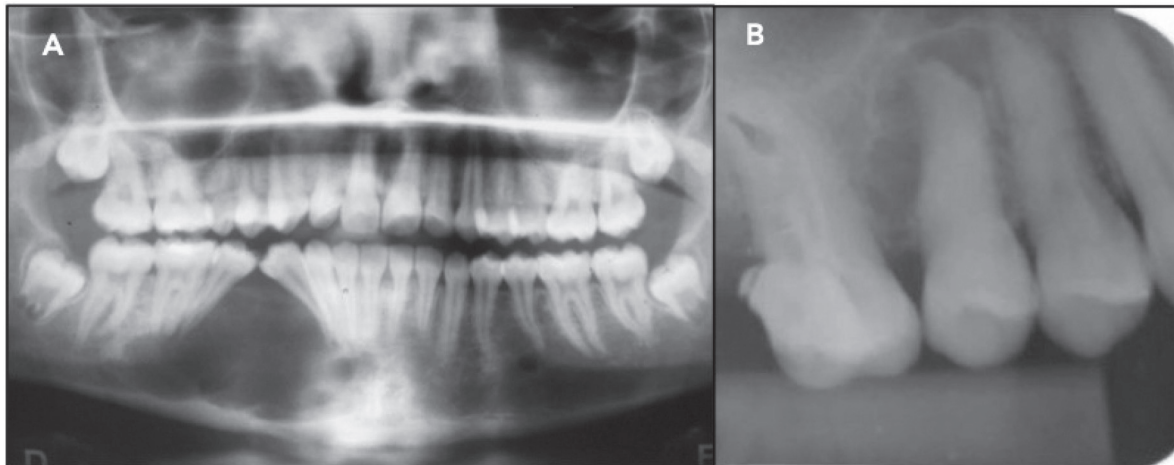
(A) Radiografia panorâmica dos maxilares em que se evidencia lesão radiolúcida, multilocular localizado na região de pré-molares lado direito, causando deslocamento radicular. (B) Radiografia periapical região de molares, lesão radiolúcida multilocular, envolvendo a raiz do dente 25, com trabéculas ósseas resultando no aspecto de “bolhas de sabão”.
